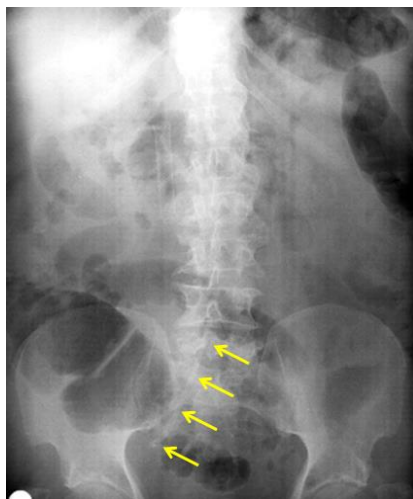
Radiografía de abdomen con prótesis plástica (flechas) verticalizada a nivel derecho del sacro.
